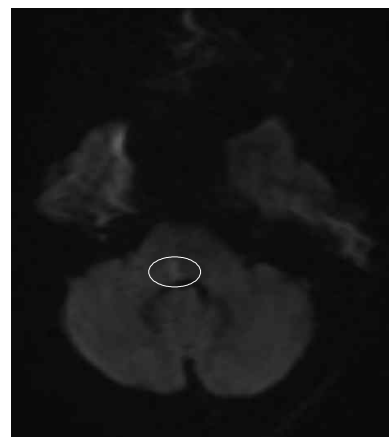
Brain MRI (DWI).
